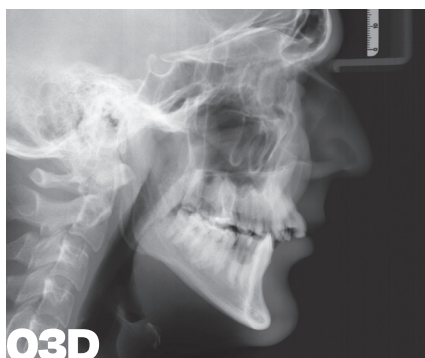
Intraorale Fotos und Röntgendiagnostik eines erwachsenen Patienten mit einseitigem posterioren Kreuzbiss, skelettal offener Konfiguration und vergrößerter sagittaler Frontzahnstufe.
